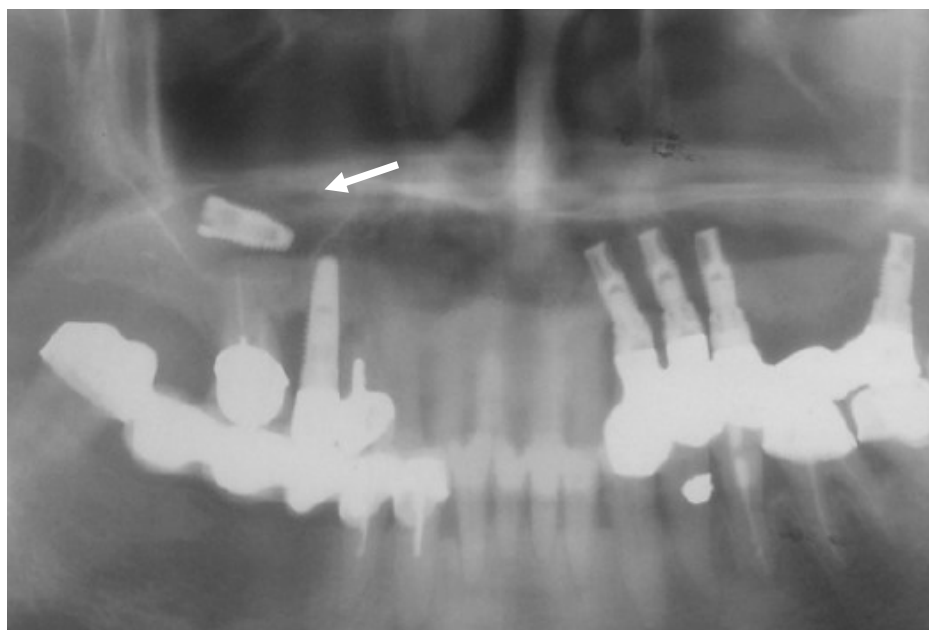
Ortopantomografia onde se consegue visualizar a presença de um parafuso de implante dentro da cavidade sinusal, 5 anos após a sua colocação (Adaptado de Ding et al., 2015).
